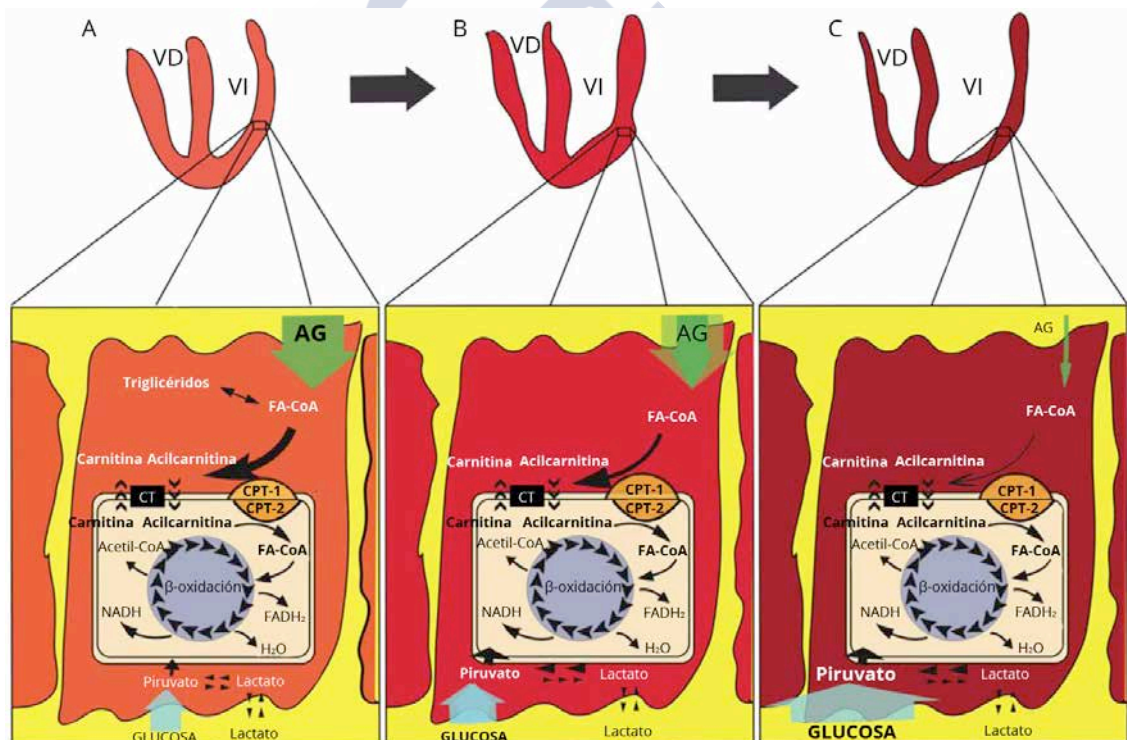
Utilización de los diferentes sustratos energéticos en cardiomiocitos. (A) Cardiomiocito sano. El cardiomiocito usa principalmente ácidos grasos (AG) que son transformados en la mitocondria gracias a la carnitina palmitoiltransferasa tipo 1 y tipo 2 (CPT-1 y CPT-2), y a la carnitina-aciltransferasa (CT) para posteriormente ser usados en la β -oxidación para producir FADH_2 , H_2O , NADH , y Acetil-CoA. La glucosa y el lactato entran en la célula y son transformados en piruvato mediante la glucólisis y el lactato deshidrogenasa, respectivamente. (B) En la insuficiencia cardíaca temprana la utilización de los ácidos grasos se debilita y la β -oxidación mitocondrial disminuye, mientras que la absorción y el metabolismo de la glucosa aumenta. (C) En los estadios finales de la insuficiencia cardíaca la absorción de ácidos grasos y su metabolismo se encuentran gravemente disminuidos, mientras que la captación de glucosa y su metabolismo se encuentran aumentados significativamente. VD: ventrículo derecho; VI: ventrículo izquierdo; FA-CoA: acil-coenzima A; FADH_2 : forma reducida del dinucleótido de flavina y adenina; NADH : forma reducida del dinucleótido de nicotinamida y adenina.⁶⁵
